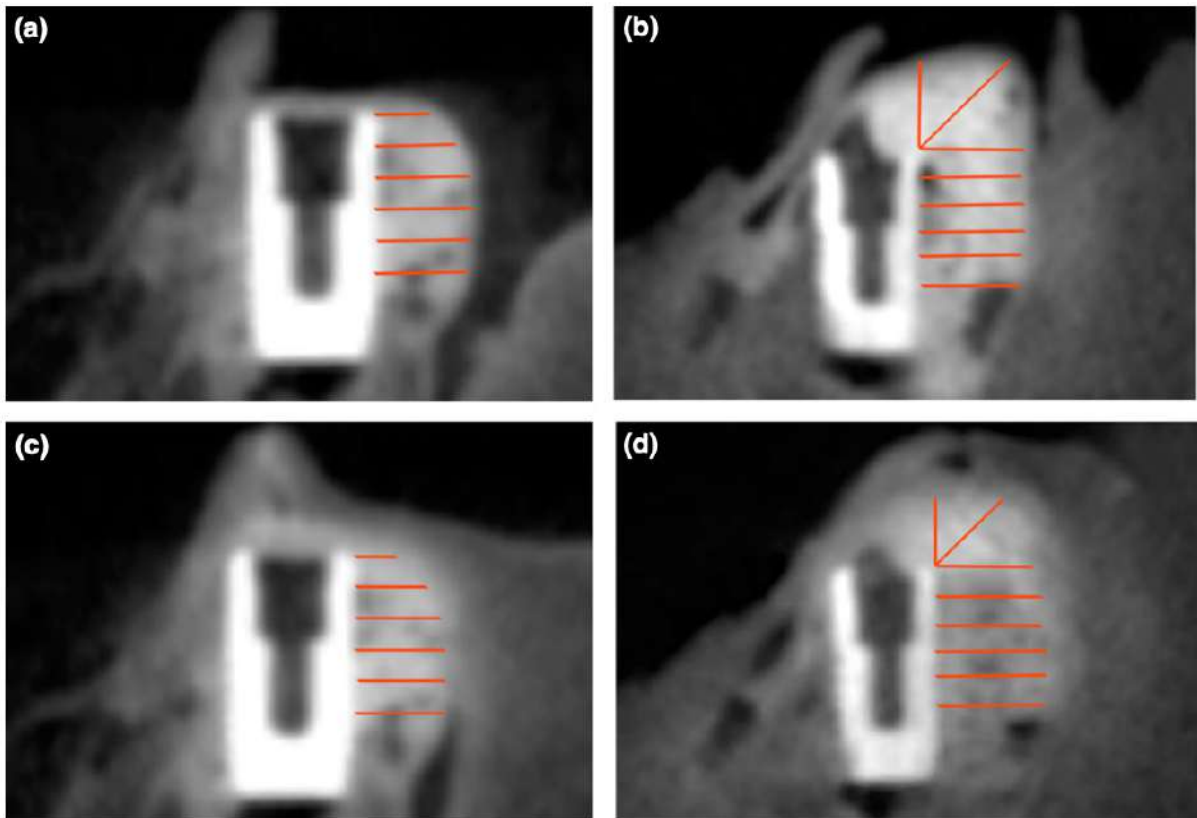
Bucco-oral CBCT reconstructions with the measurements of the augmented regions (dimensions: HT0 mm–HT5 mm, VT and 45-T): (a) particulate and (b) L-shaped treatments before suturing; (c) particulate and (d) L-shaped treatments after suturing.
